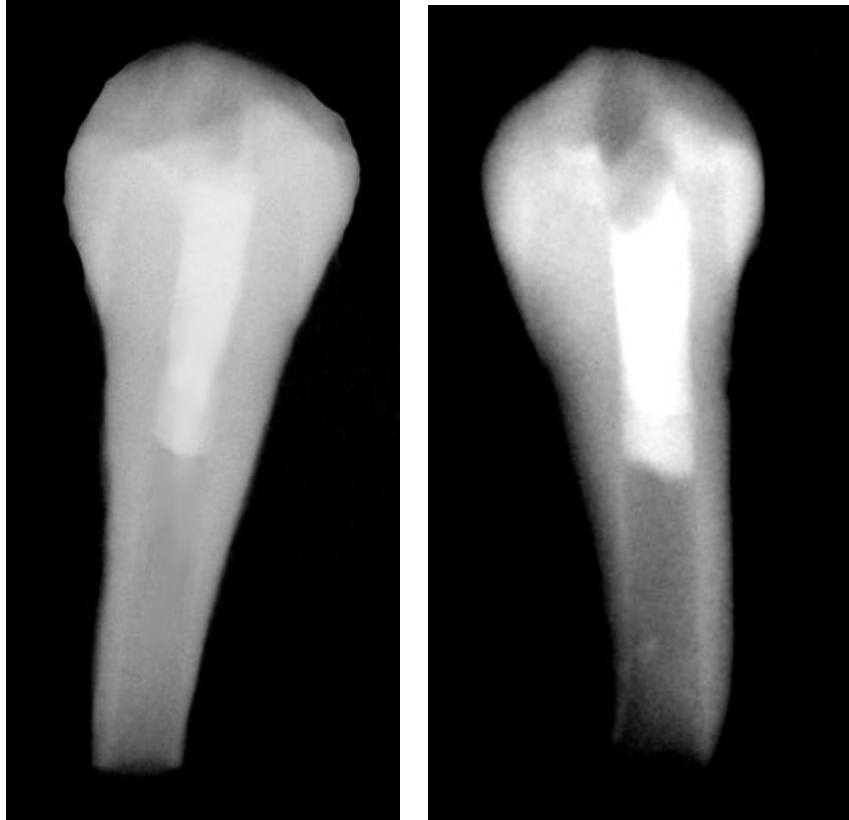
Radiografías de muestras pertenecientes al grupo experimental restaurado con Sonic Fill.
